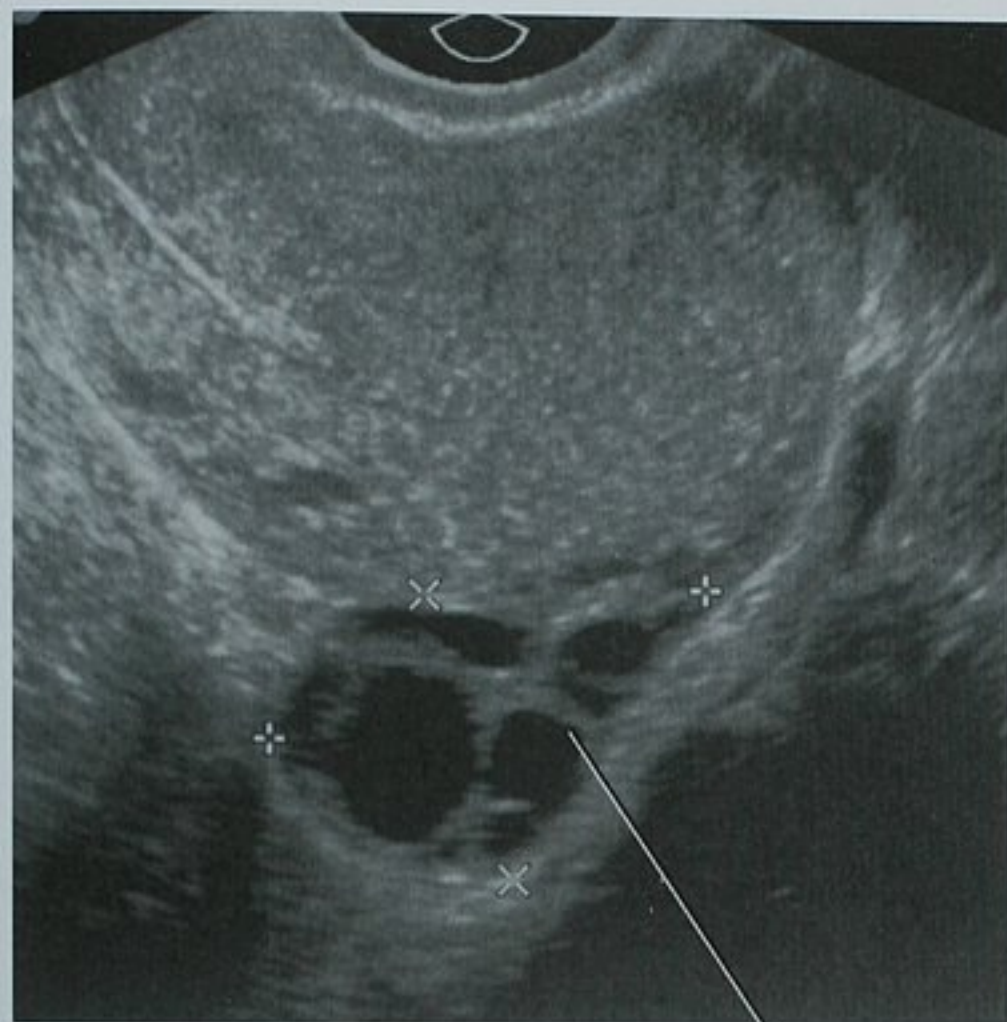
矢状位经阴道超声图像显示后倾子宫后方的一个正常卵巢
